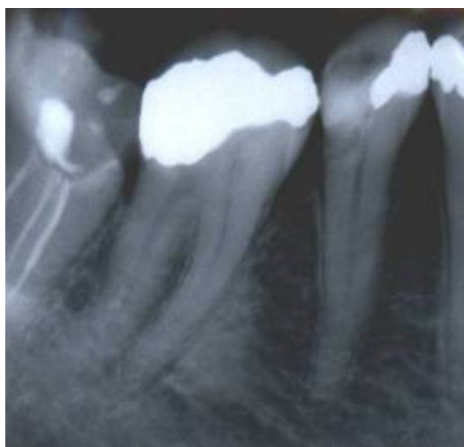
Radiografia Hemiarco Inferior
